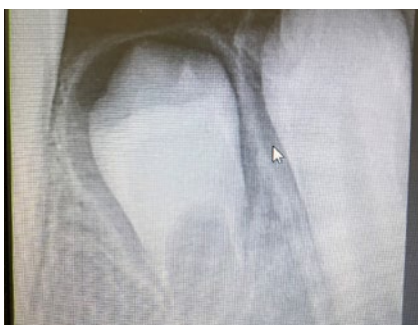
Пациент Л., внутриротовая контактная рентгенограмма зуба 4.5 через 6 месяцев после операции: этап роста корня в длину
